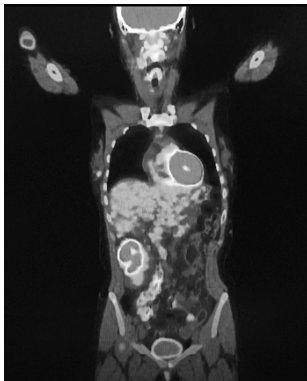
PET-CT examination: FDG-PET shows a high FDG uptake of the retroperitoneal mass (SUVmax 16.6) and a tumor in the right upper arm (SUVmax 10.7)
